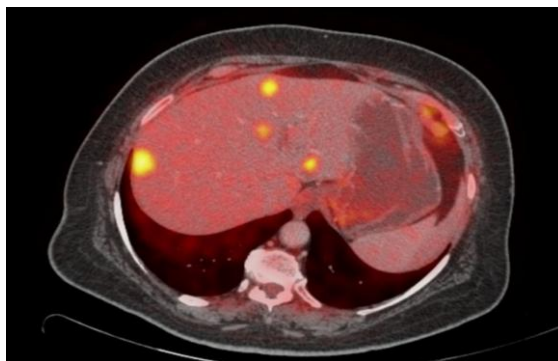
PET/CT Cancer pancreas with liver metastases*
